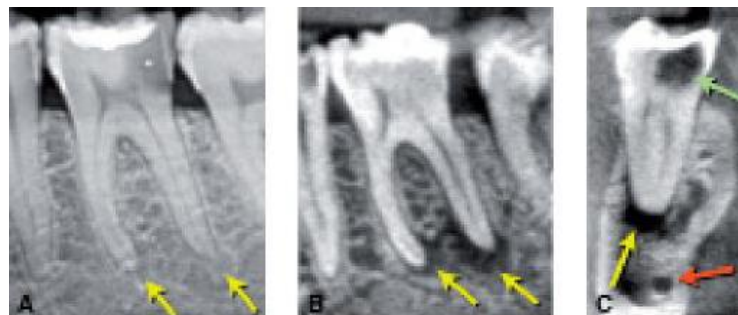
A) Imagen periapical radiolúcida apenas visible en la radiografía periapical. B) Estudio de CBCT en corte sagital. C) Imagen CBCT en corte coronal. Las flechas amarillas señalan las imágenes periapicales, la flecha verde la caries y la flecha roja la proximidad del nervio dentario. (Fuente Canalda C. Brau E. Endodoncia técnicas clínicas y bases científicas. 3ª.ed. Barcelona España. Editorial Elsevier Masson 2014. Pp. 11-25, 98-106.)
